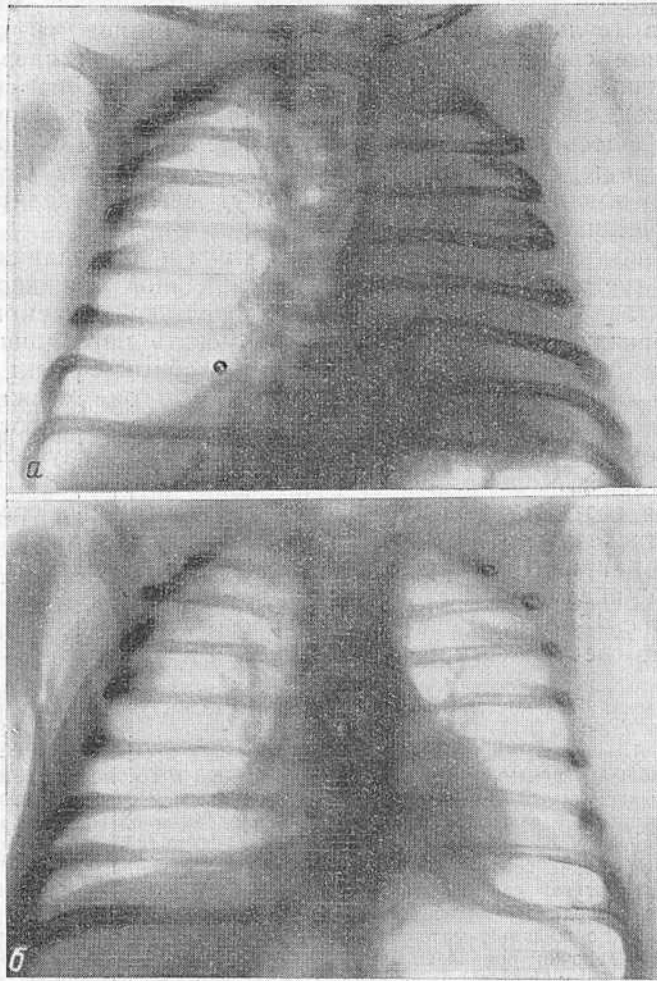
Рентгенограмма грудной клетки ребенка 1 месяца в передней проекции до лечения (а) и после лечения (б).
